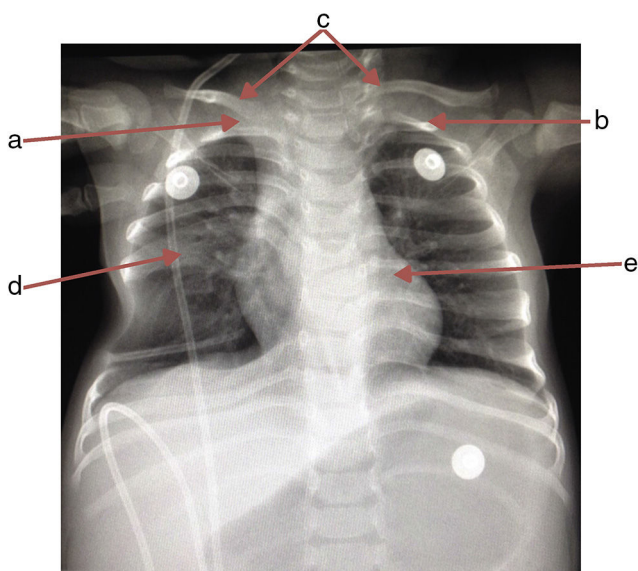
Radiografía anteroposterior de tórax donde se observa la ausencia de la primera costilla derecha (a), hipoplasia en la primera costilla izquierda (b), inserción aberrante de ambas clavículas (c), sexto y séptimo arcos costales fusionados en hemitórax derecho (d) y vértebras T6 y T7 en mariposa (e).
